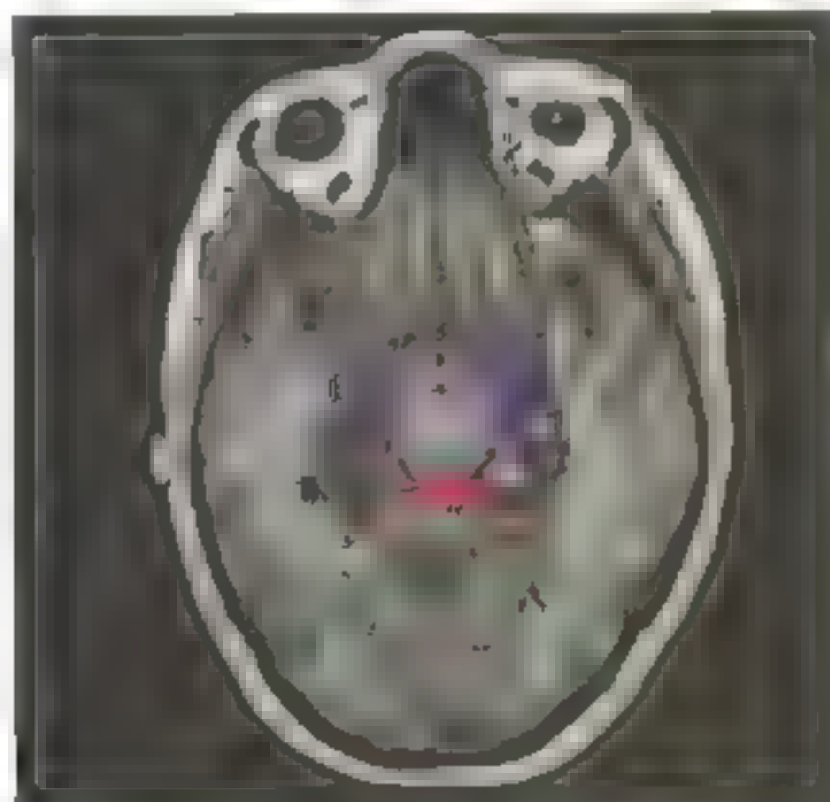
Tomografia de emissão ilustrada de um corpo inteiro. A imagem mostra a localização do nervo óptico (N) e a cápsula interna (C). As setas indicam o trajeto do nervo óptico: verde (sem seta) e amarelo (seta). As setas em vermelho (sem seta) indicam o trajeto transversal lateral. (Cortesia do Dr. Marco Antônio Rodulfo)
